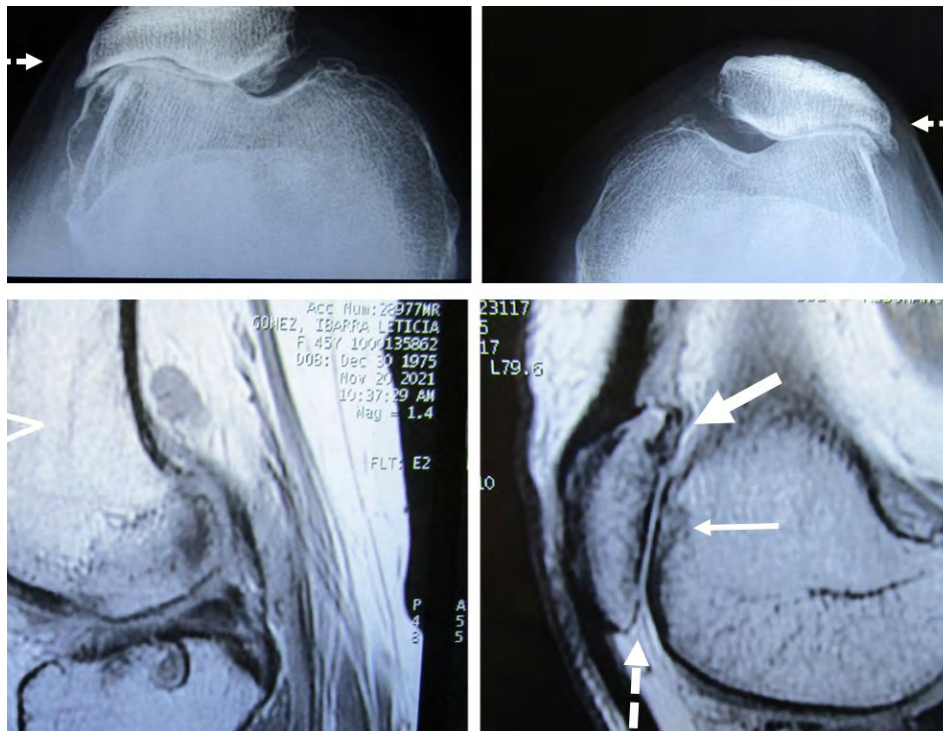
En (A y B) radiografía tangencial a 30° de rótulas, mostrando: disminución del espacio articular femoropatelar, ambas rótulas lateralizadas y osteofitos marginales (flechas punteadas); en (C) imagen de RM mostrando: lesión del cartílago rotuliano derecho grado IV (flechas dobles); en (D) disminución del espacio articular (flecha punteada), lesión del cartílago articular del cóndilo externo femoral (flecha blanca pequeña) y del cartílago articular rotuliano (flecha blanca grande)
